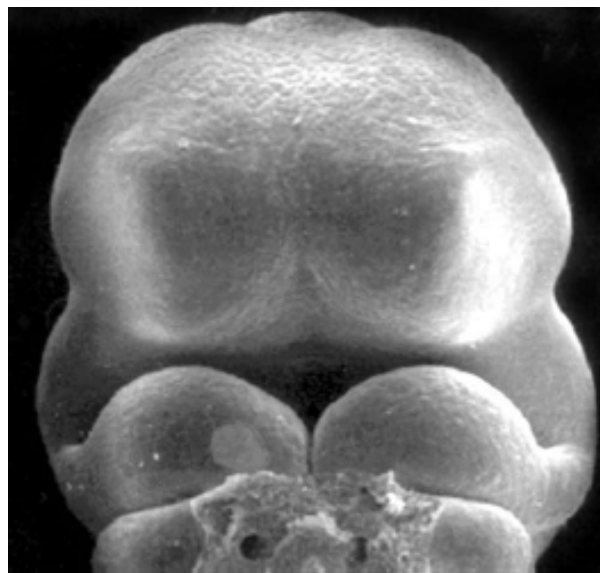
Desarrollo embriológico de la cara, semana 4 de gestación. Sedano R. Fisura labial y/o palatina en un centro de derivación de malformaciones congénitas. Rev Chil Ultrasonog 2007; 10: 4- 10.
